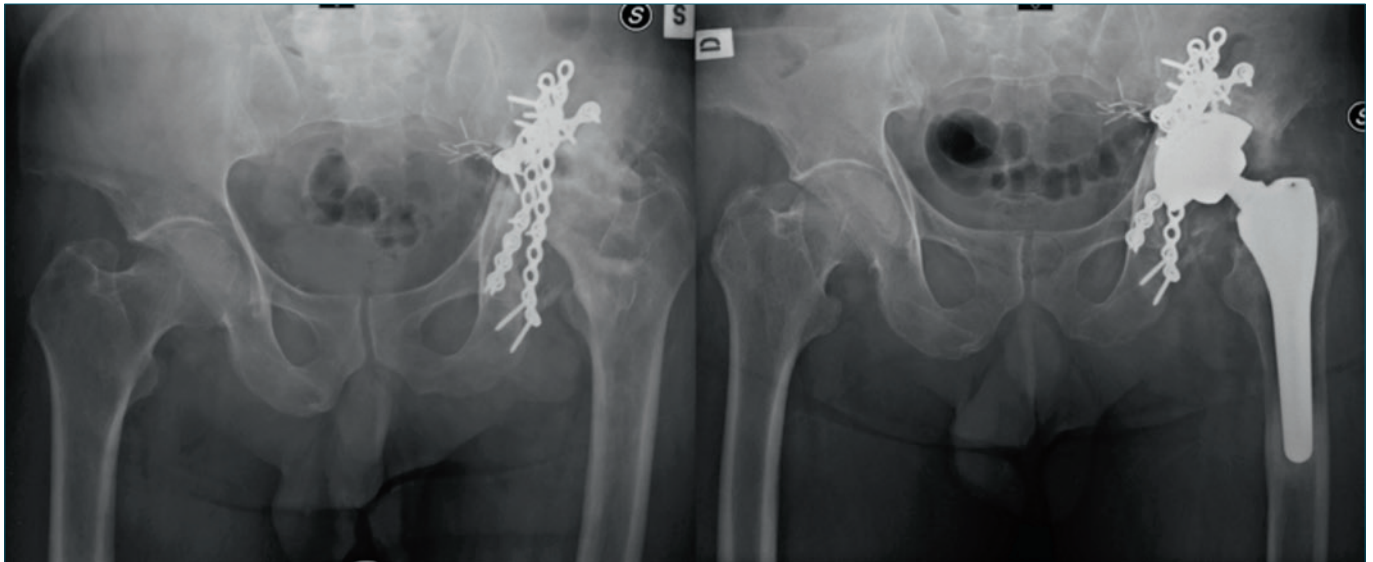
Severa coxartrosi con necrosi della testa femorale in un paziente maschio di 64 anni, in esiti di frattura acetabolare trattata con placca e viti di 8 anni prima. I mezzi di sintesi non interferivano con l'impianto, pertanto è stata posizionata PTA non cementata, cotile Fixa Ti-Por Adler e stelo Apta con collo modulare retto e varo, senza rimozione degli hardware. Il risultato clinico è ottimo a 10 anni. La radiografia in anteroposteriore del bacino mostra una buona osteointegrazione e modeste ossificazioni tipo II di Brooker.
